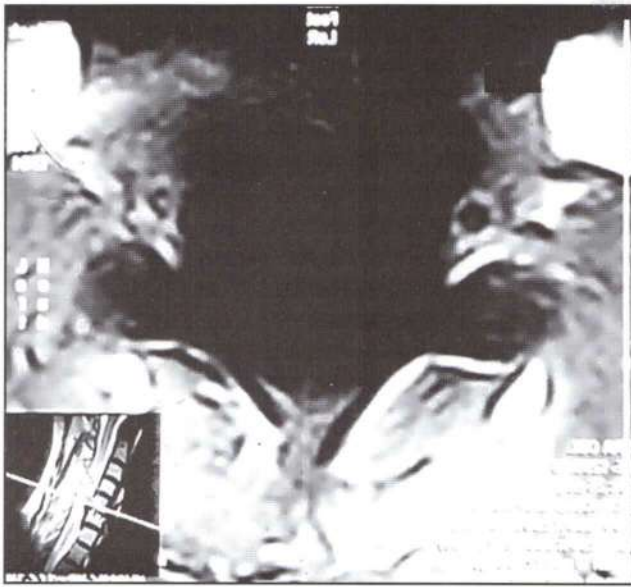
Caso 2. IRM axial postoperatoria que muestra el canal ocupado.
